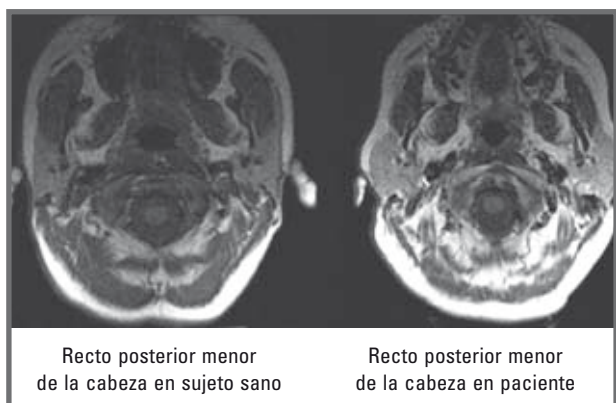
Atrofia del músculo recto posterior menor de la cabeza en sujetos con CT crónica en comparación con sujetos sanos. Foto reproducida con permiso del autor (*adaptado de Fernández-de-las Peñas, et al.⁴⁵*).
